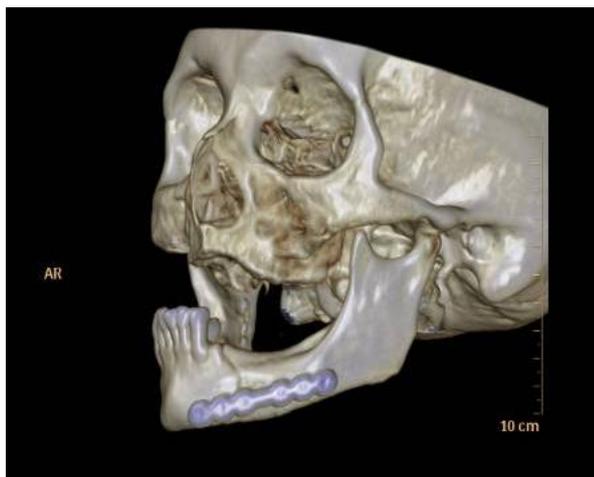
Reconstrução 3D de Tomografia Computadorizada pós-operatória. Em destaque, fixação de corpo mandibular esquerdo com placa do sistema 2.4m.
